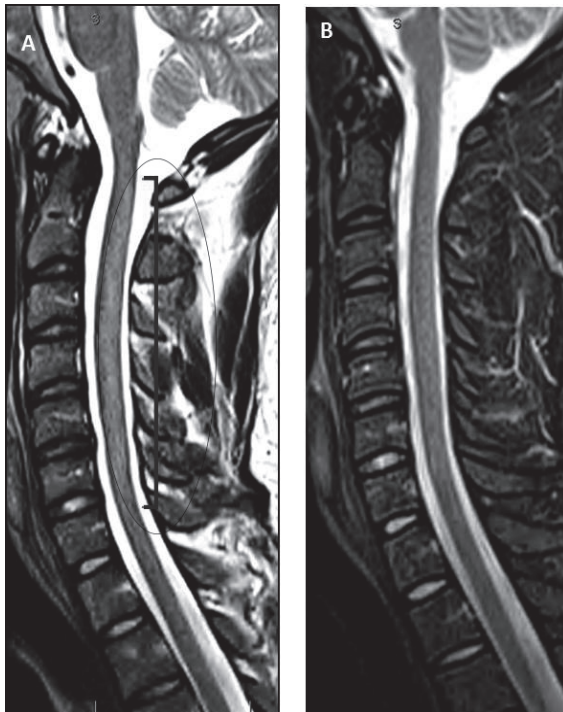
En A: Secuencia T2 muestra una lesión hiperintensa desde C2 a C7. En B: Resonancia magnética tomada 3 meses después del tratamiento con vitamina B12 intramuscular evidenciándose resolución de los hallazgos previos.
